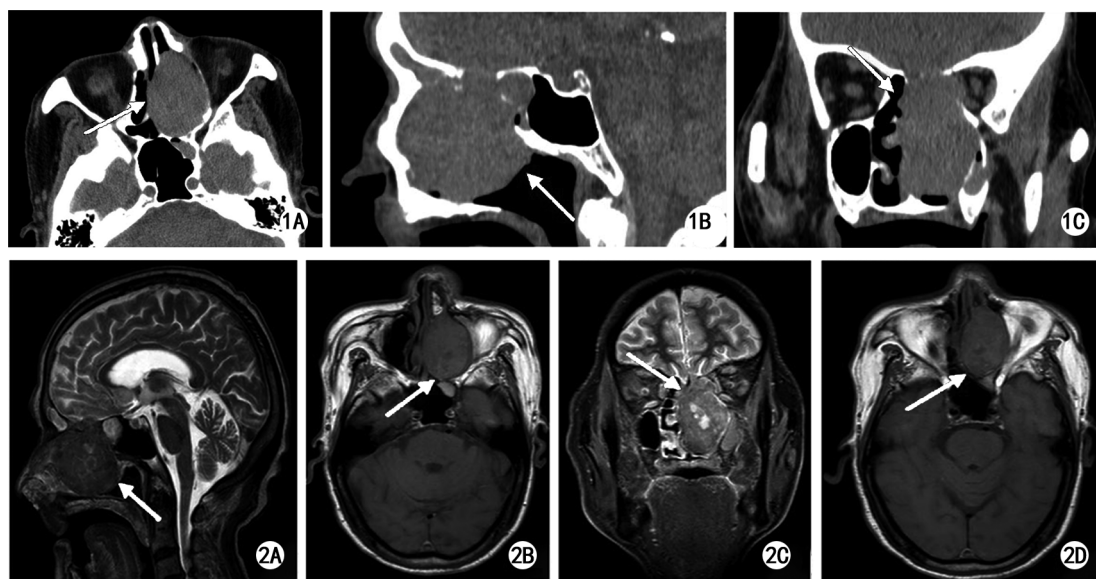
术前鼻窦 CT 影像(箭头示病灶部位) 1A:水平位;1B:矢状位;1C:冠状位
